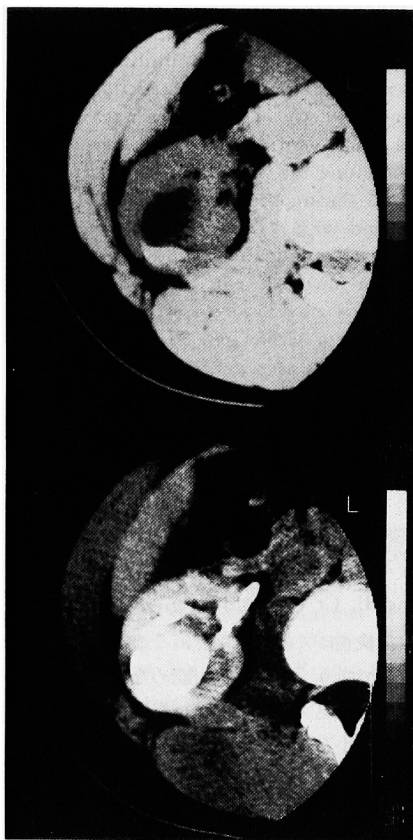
CT scan of the right kidney reveals small stones contained in the large calyceal diverticulum of the right kidney.
